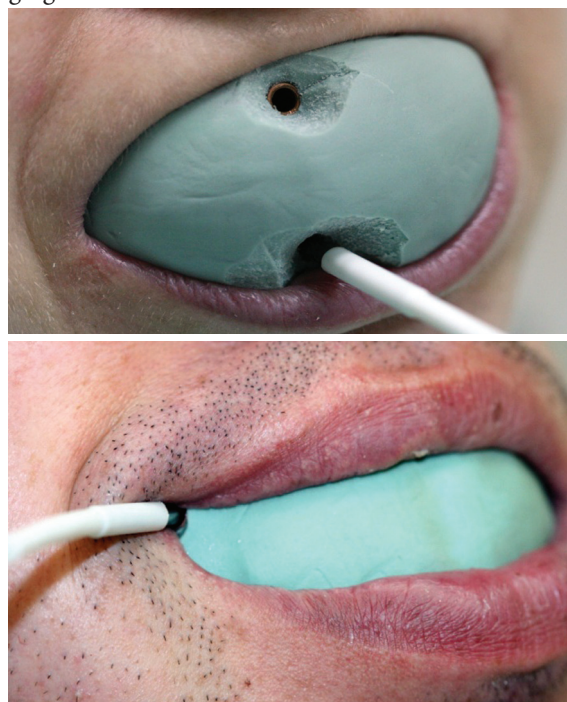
Aplicarea sondei laser-Doppler în cavitatea bucală pentru înregistrarea indicilor
